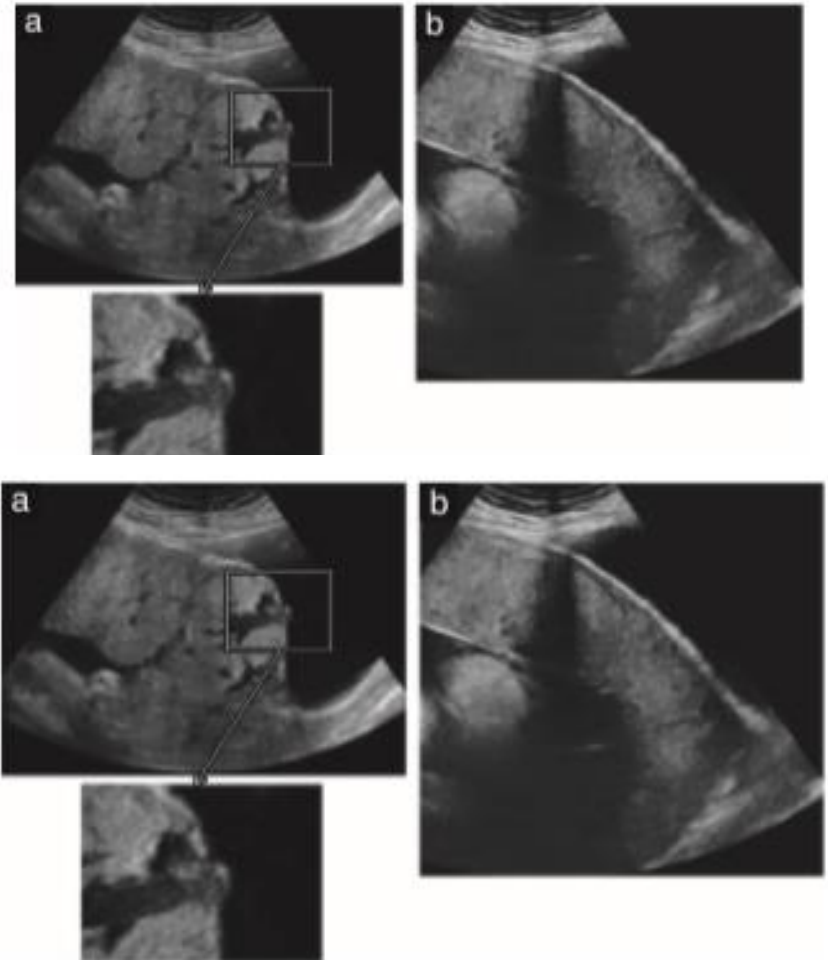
Focal exophytic mass (a) and a normal example for comparison (b) on grayscale ultrasound.
